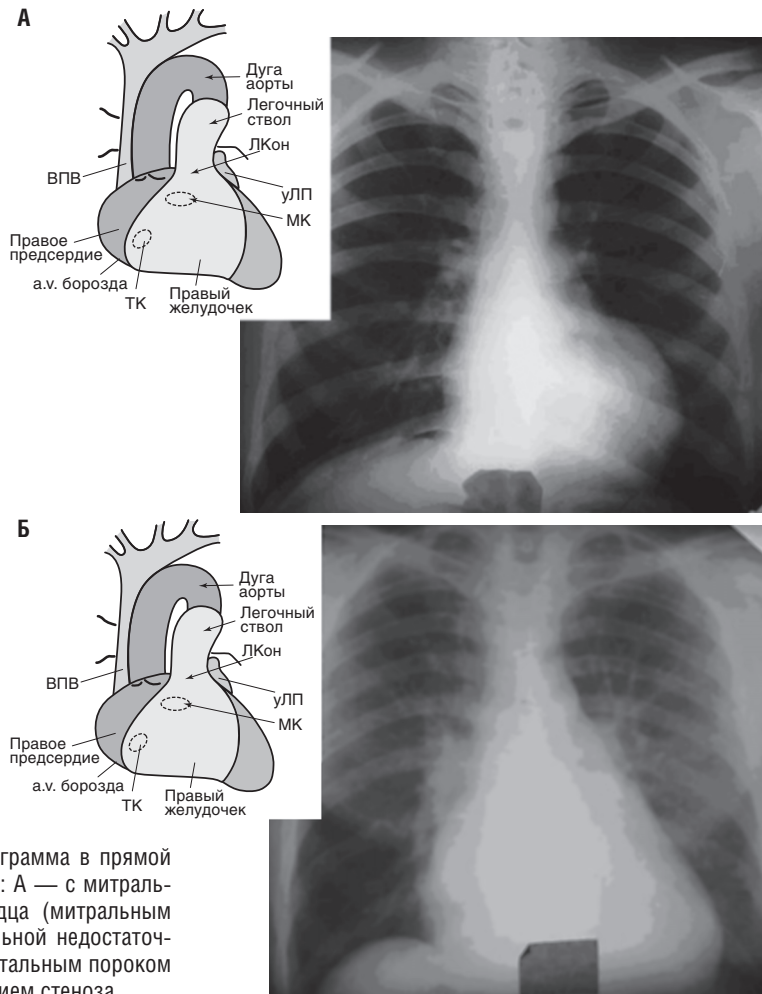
Рентгенограмма в прямой проекции больного: А — с митральным пороком сердца (митральным стенозом и митральной недостаточностью); Б — с аортальным пороком с преобладанием стеноза
